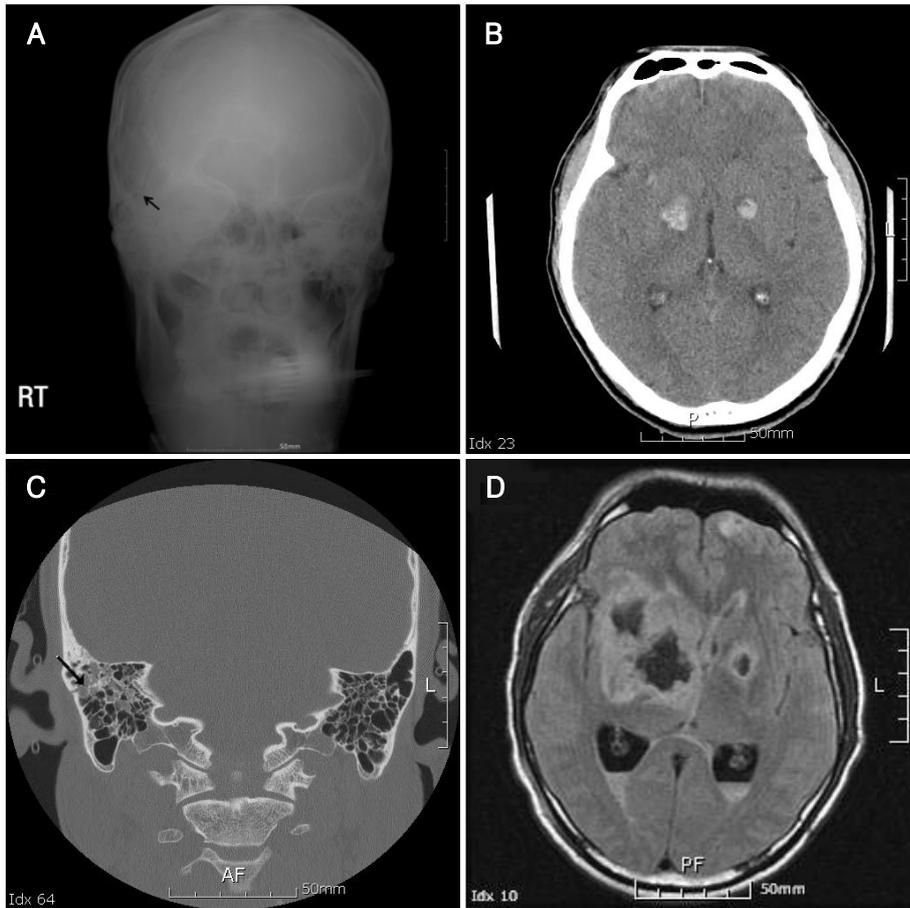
He was evaluated by several image studies immediately for acute state and magnetic resonance (MR) image for further informations including delayed change or abnormal malformation of brain. A: Skull X-ray showed fracture on right temporal bone (black arrow). B: Computed tomography (CT) scans of head showed hemorrhage in bilateral basal ganglia. C: CT scans of temporal bone showed fracture of right temporal bone (black arrow). D: MR image taken two days after head injury showed acute hemorrhage with surrounding edema in both basal ganglia without abnormal enhancement.
